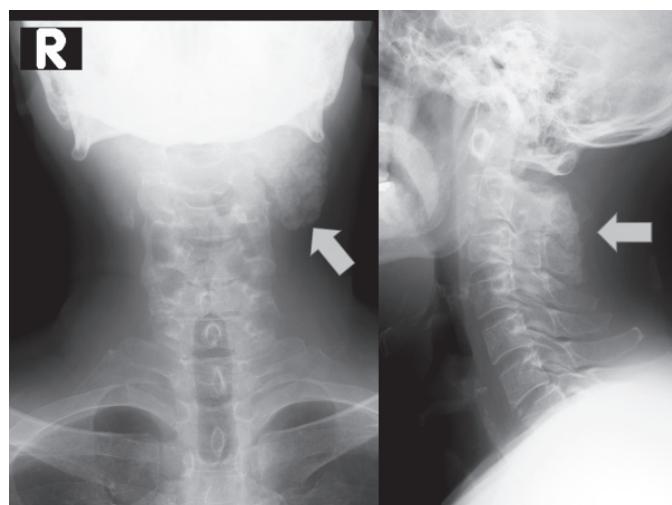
イバンドロン酸ナトリウム投与前の頸部単純X線写真
